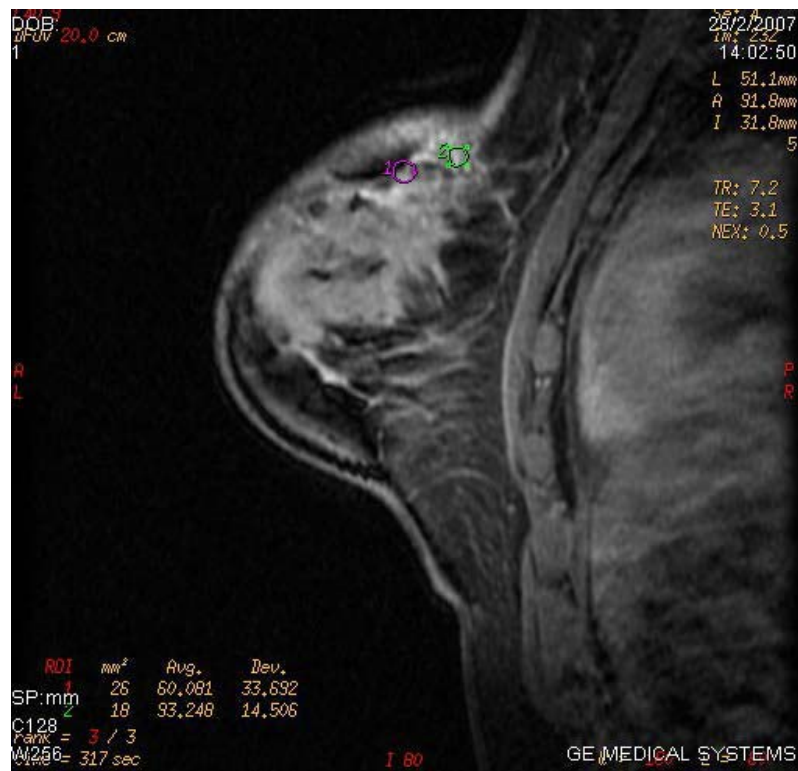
RM mostrando áreas não massa de captação do contraste observada melhor após subtração
